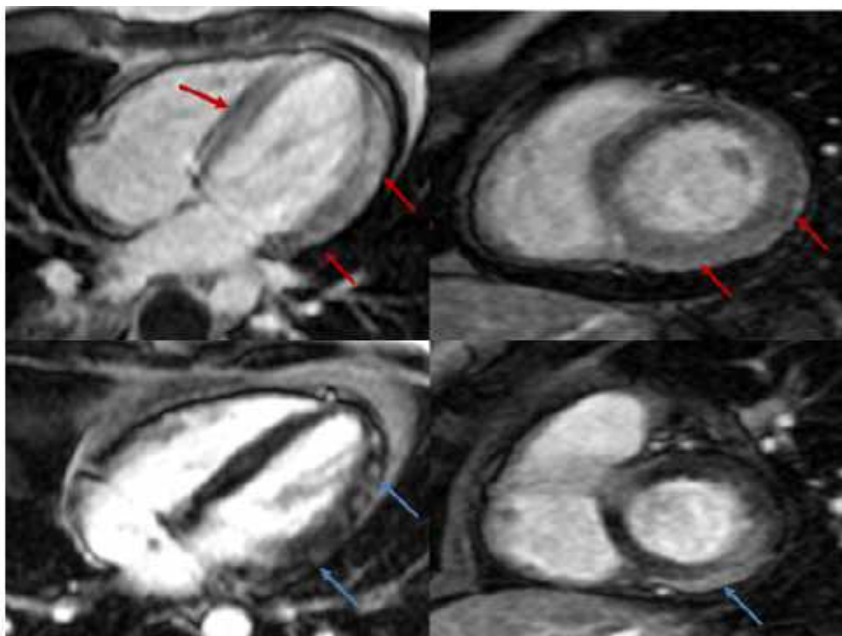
Результати МРТ серця у хворого з міокардитом
